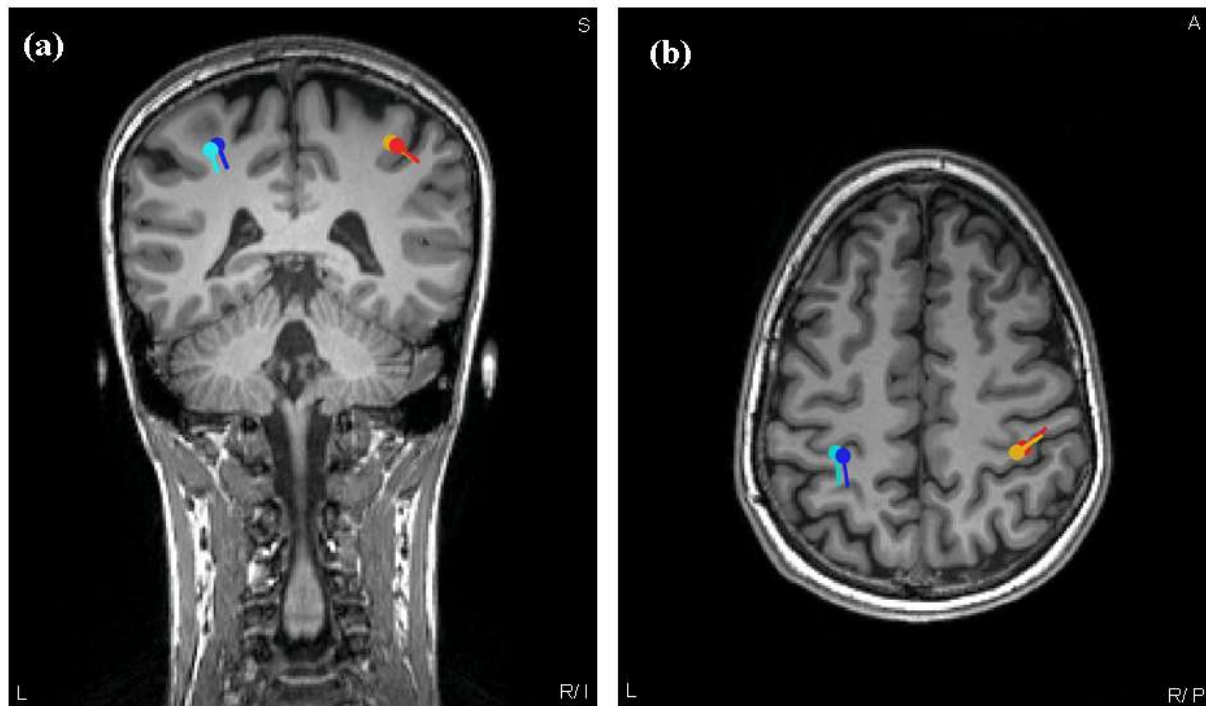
Dipolrekonstruktion im MRT: ZF rechts hellblau, MF rechts dunkelblau, ZF links rot, MF links orange in der Frontal- (a) und Transversalebene (b), am Beispiel eines Probanden
